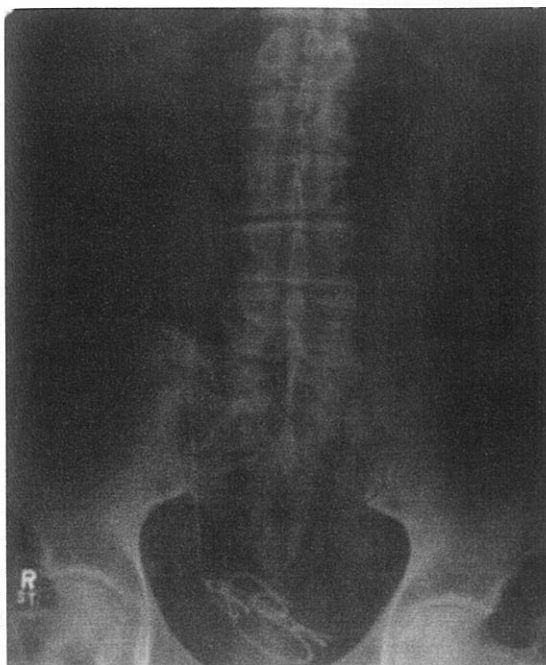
Migrația stentului ureteral. Această radiografie abdominală simplă demonstrează migrația stentului, porțiunea distală spiralată a acestuia fiind situată în vezica urinară. [Reprodus cu permisiunea Cline D, Stead L: *Abdominal Emergencies*. © 2008, McGraw-Hill, Inc., New York.]
